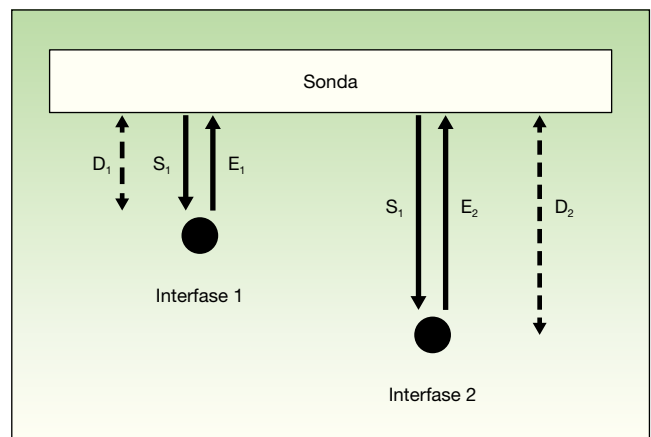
La sonda emite un ultrasonido (S_1) que se propaga por el medio y encuentra una interfase 1 a una distancia D_1 y genera un eco (E_1). También emite un sonido (S_2) que encuentra una interfase 2 a una distancia D_2 y que genera un eco (E_2).
